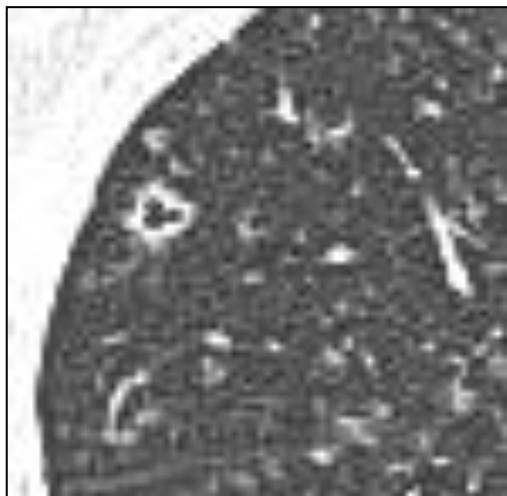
Фрагмент компьютерной томограммы больного И., 21 год. Указан симптом трансформации очагов в кисты
